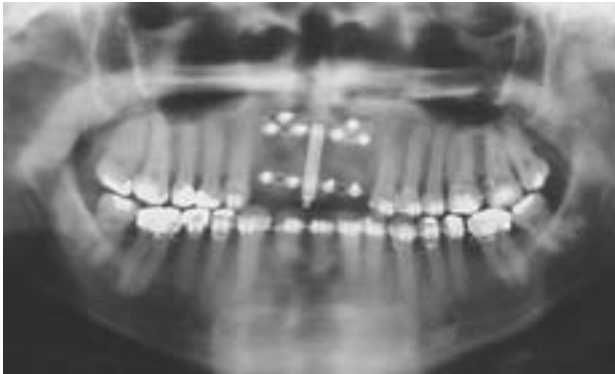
Radiografía panorámica a las 10 semanas posteriores a la fase de activación, apreciándose el aumento de la altura del reborde alveolar así como la ganancia ósea obtenida.
